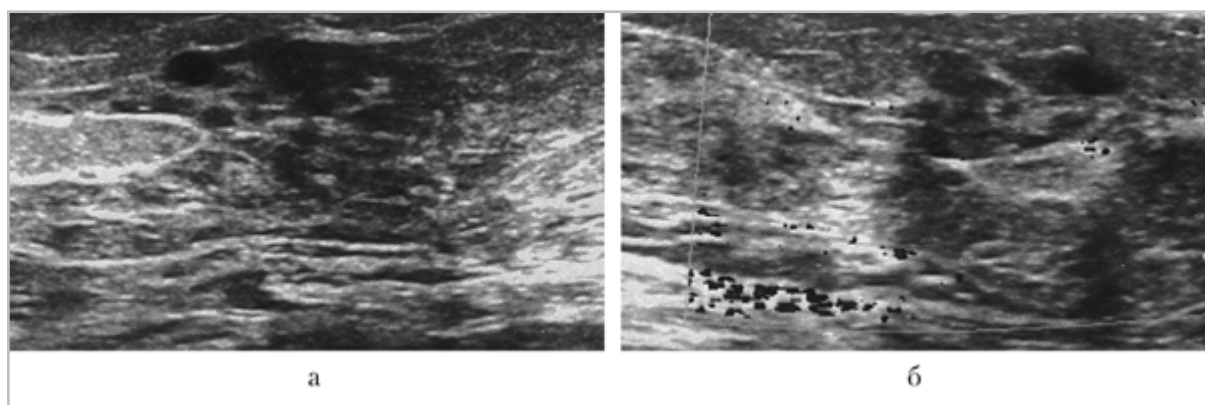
Эхограммы правой молочной железы, полученные при УЗИ (а) и в режиме энергетического доплеровского картирования (б) через 3 мес от появления жалоб. Определяется уменьшение в размерах описанного образования и отсутствие гиперваскуляризации
